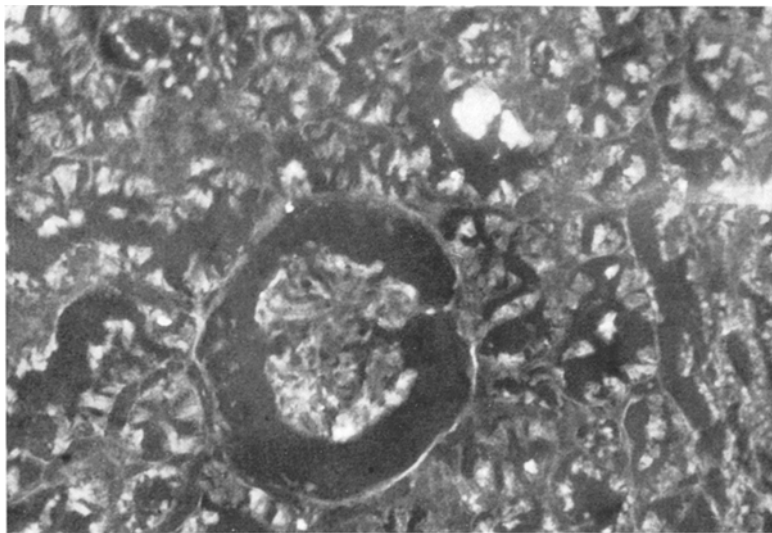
Thalliumeinlagerungen in der Niere, Historöntgenogramm.
